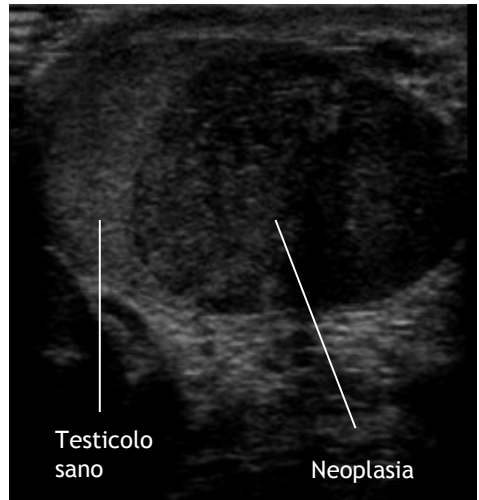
Ecografia testicolare*
